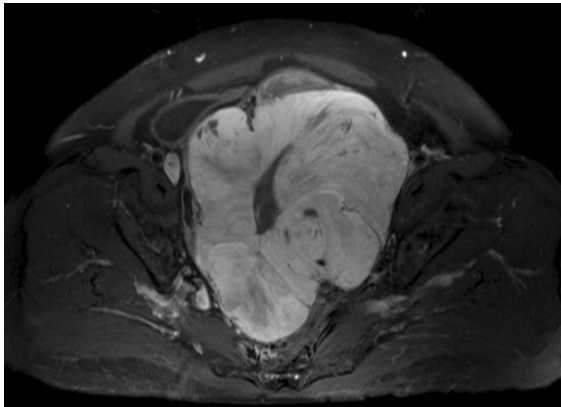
MRI. Huge tumor was well enhancing mass and was composed of necrotic and hemorrhagic portion in it. It showed engorged vessels around tumor.
